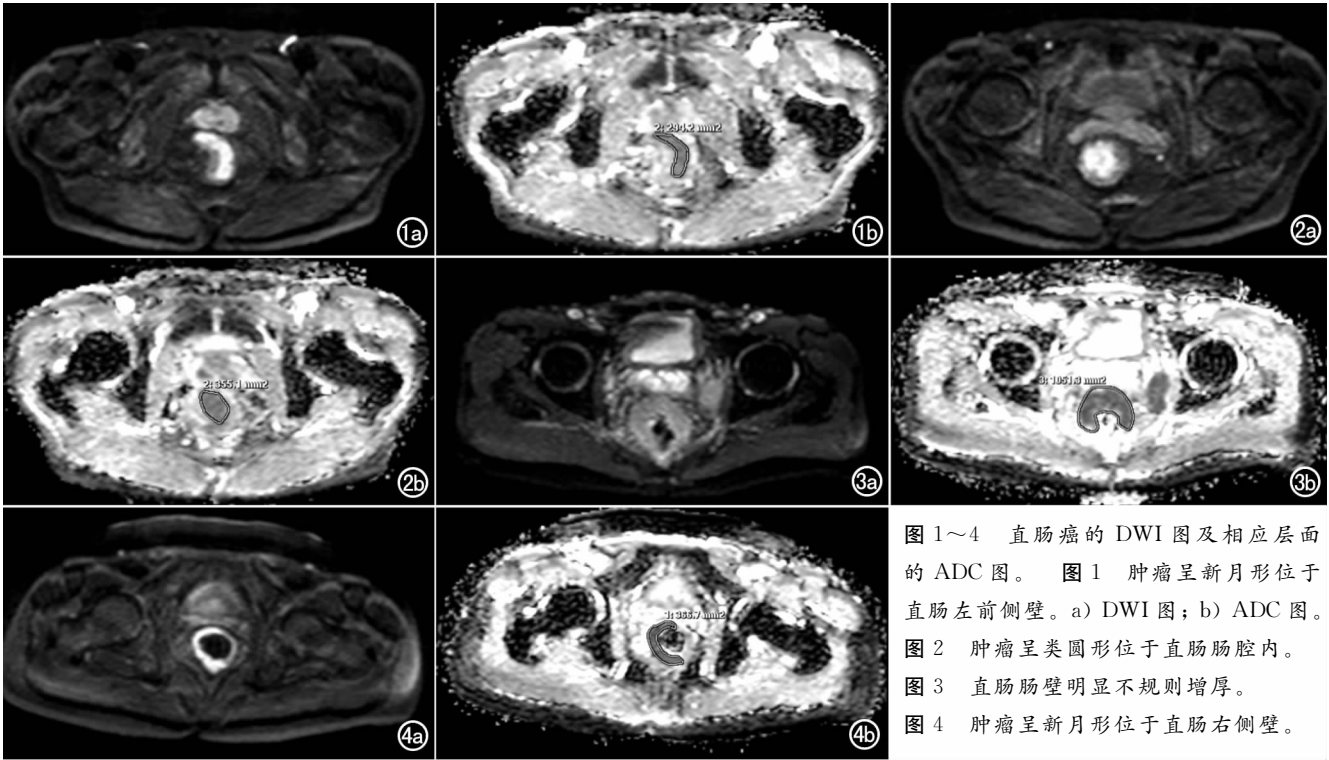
~4 直肠癌的 DWI 图及相应层面的 ADC 图。图 1 肿瘤呈新月形位于直肠左前侧壁。a) DWI 图; b) ADC 图。图 2 肿瘤呈类圆形位于直肠肠腔内。图 3 直肠肠壁明显不规则增厚。图 4 肿瘤呈新月形位于直肠右侧壁。
